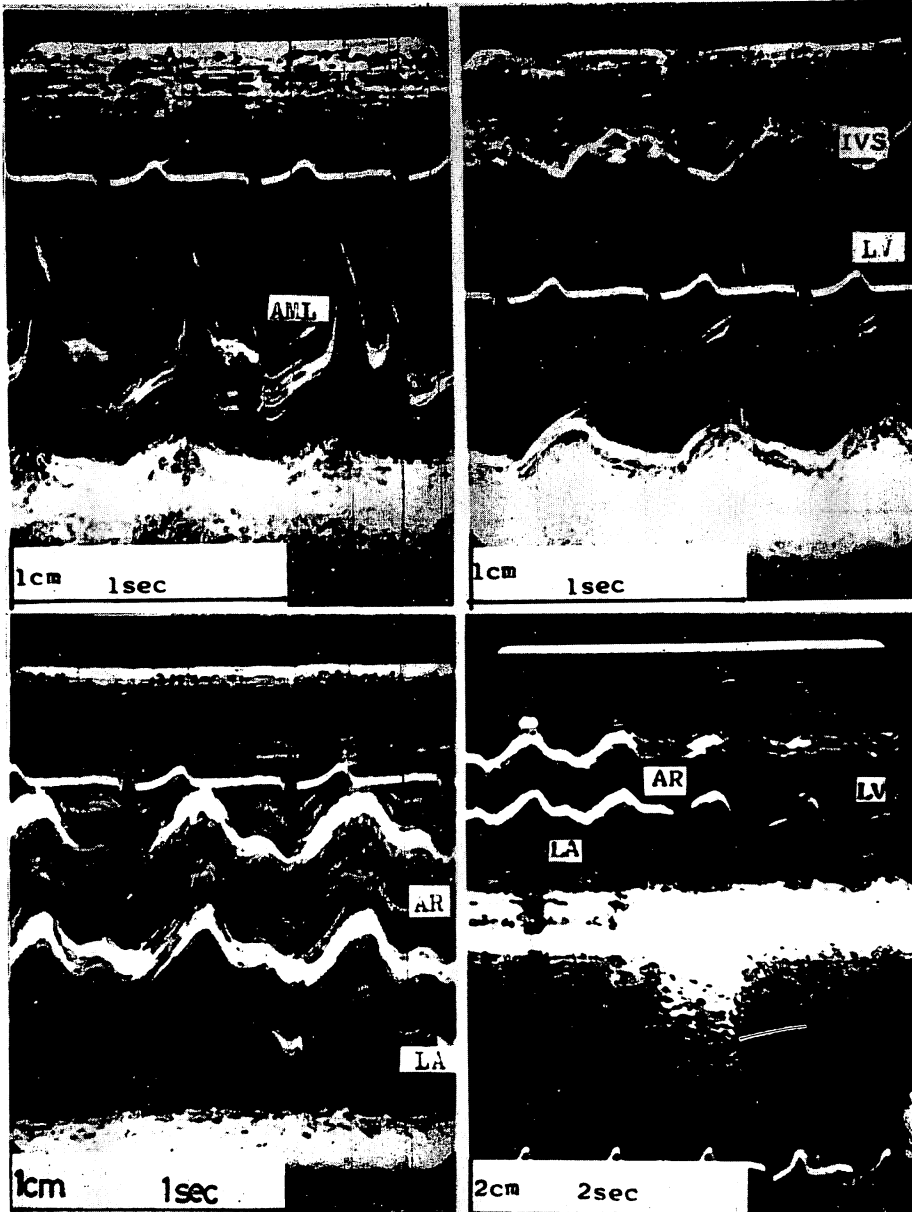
Echocardiograms in Case 1.
